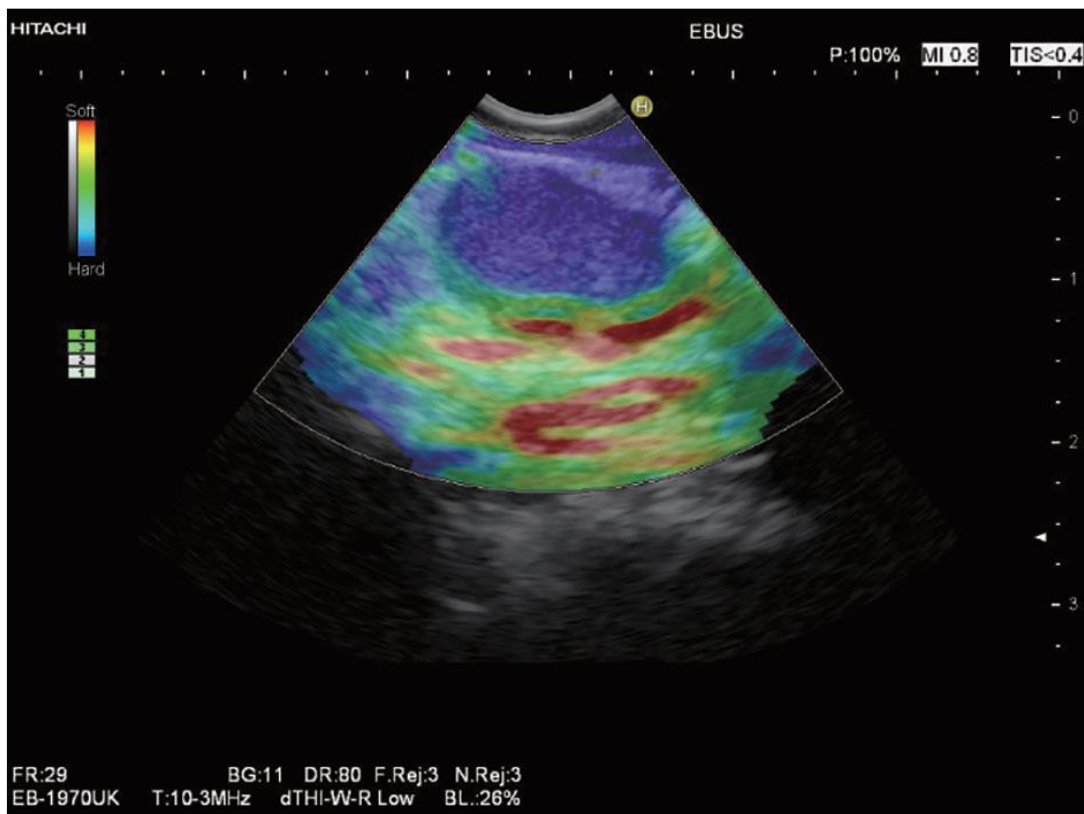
Evaluación mediante elastografía de un ganglio linfático paraesofágico mediante EBUS en un paciente con cáncer de células escamosas de esófago estenosante. Se visualiza un área dura (azul oscuro-cian) debida a infiltración ganglionar por carcinoma escamoso. Imagen extraída de Christoph F. Dietrich et al, Endoscopic ultrasound: Elastographic lymph node evaluation. Endoscopic ultrasound 7 Jul-Sep 2015/Vol 4/Issue 3.
